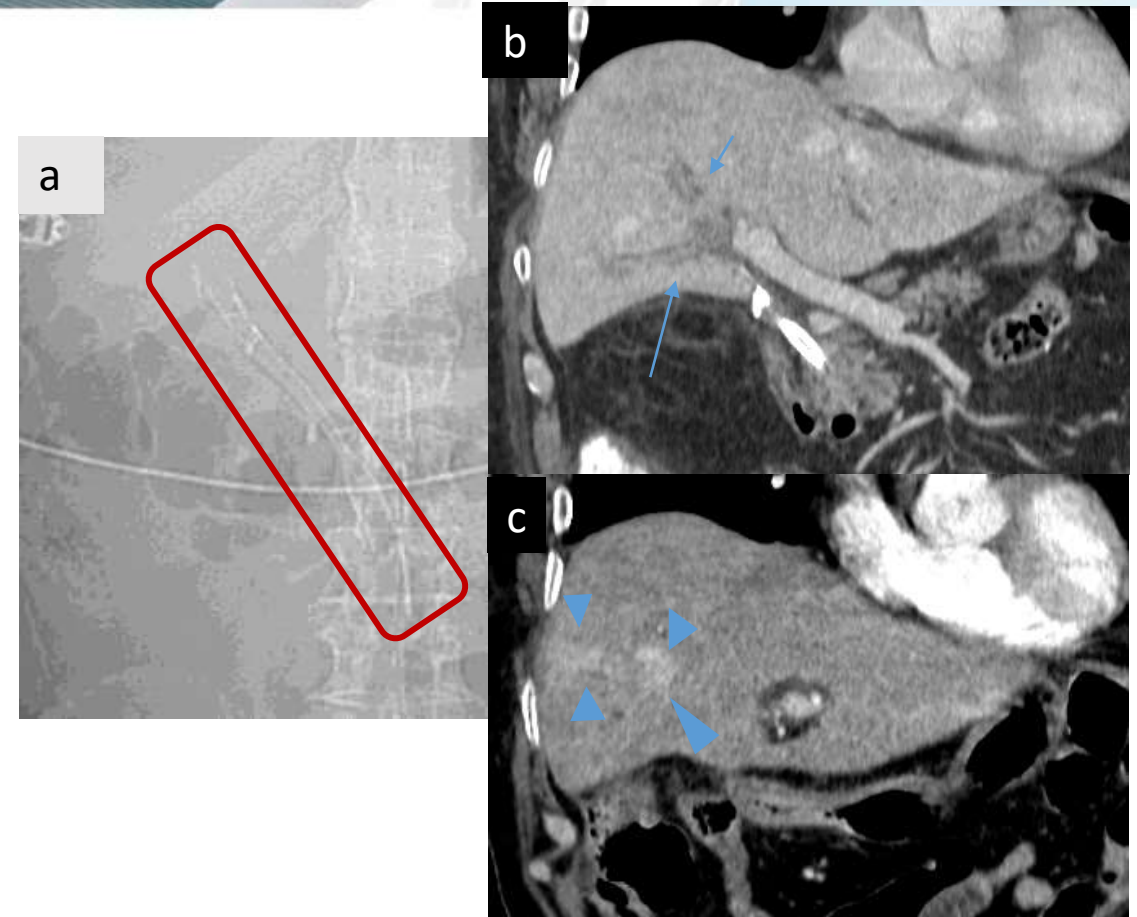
TC abdomino-pélvica tras administración de contraste en fase venosa en paciente que ingresa por shock séptico tras colocación de prótesis biliar metálica por estenosis biliar benigna (rectángulo en 7^a, topograma).
